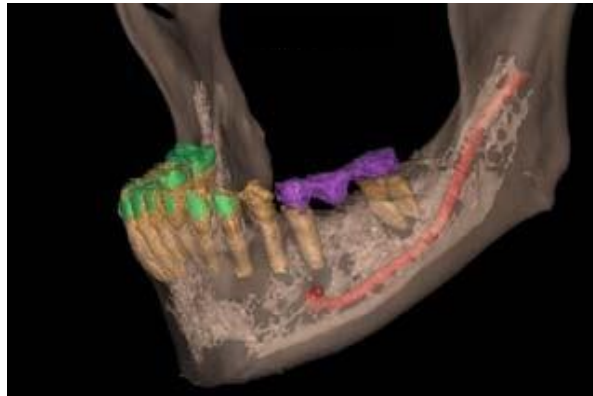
Guía para la implantación en la tomografía computarizada. ⁽²⁶⁾
